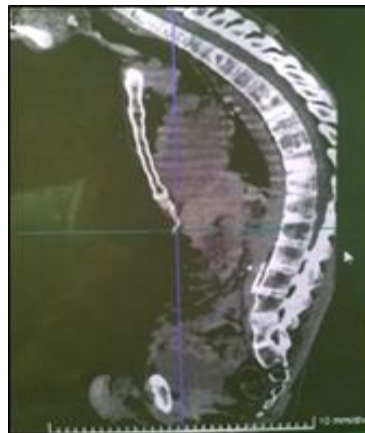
TAC columna vertebral. Desequilibrio sagital descompensado sin fractura vertebral asociada.
